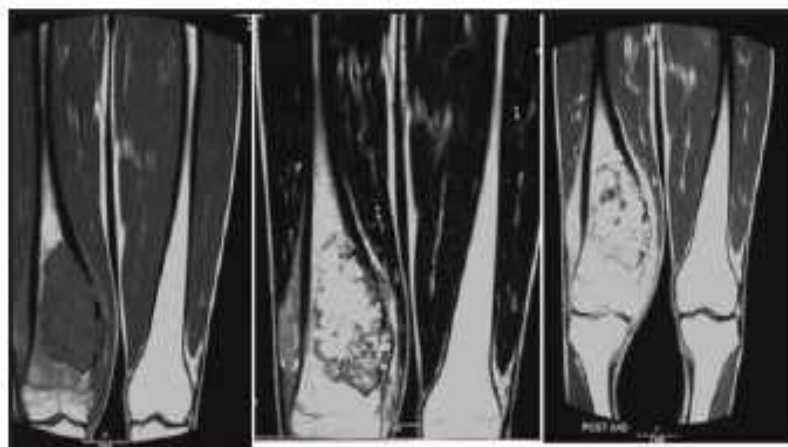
Les coupes frontales en IRM montrent une lésion dans la partie distale du fémur droit correspondant à un fibrome chondromyxoïde présentant un signal de faible intensité en pondération T1, hyperintense et inhomogène en pondération T2, avec prise de contraste inhomogène en pondération T1 après injection de Gadolinium ⁽¹⁶⁾.
